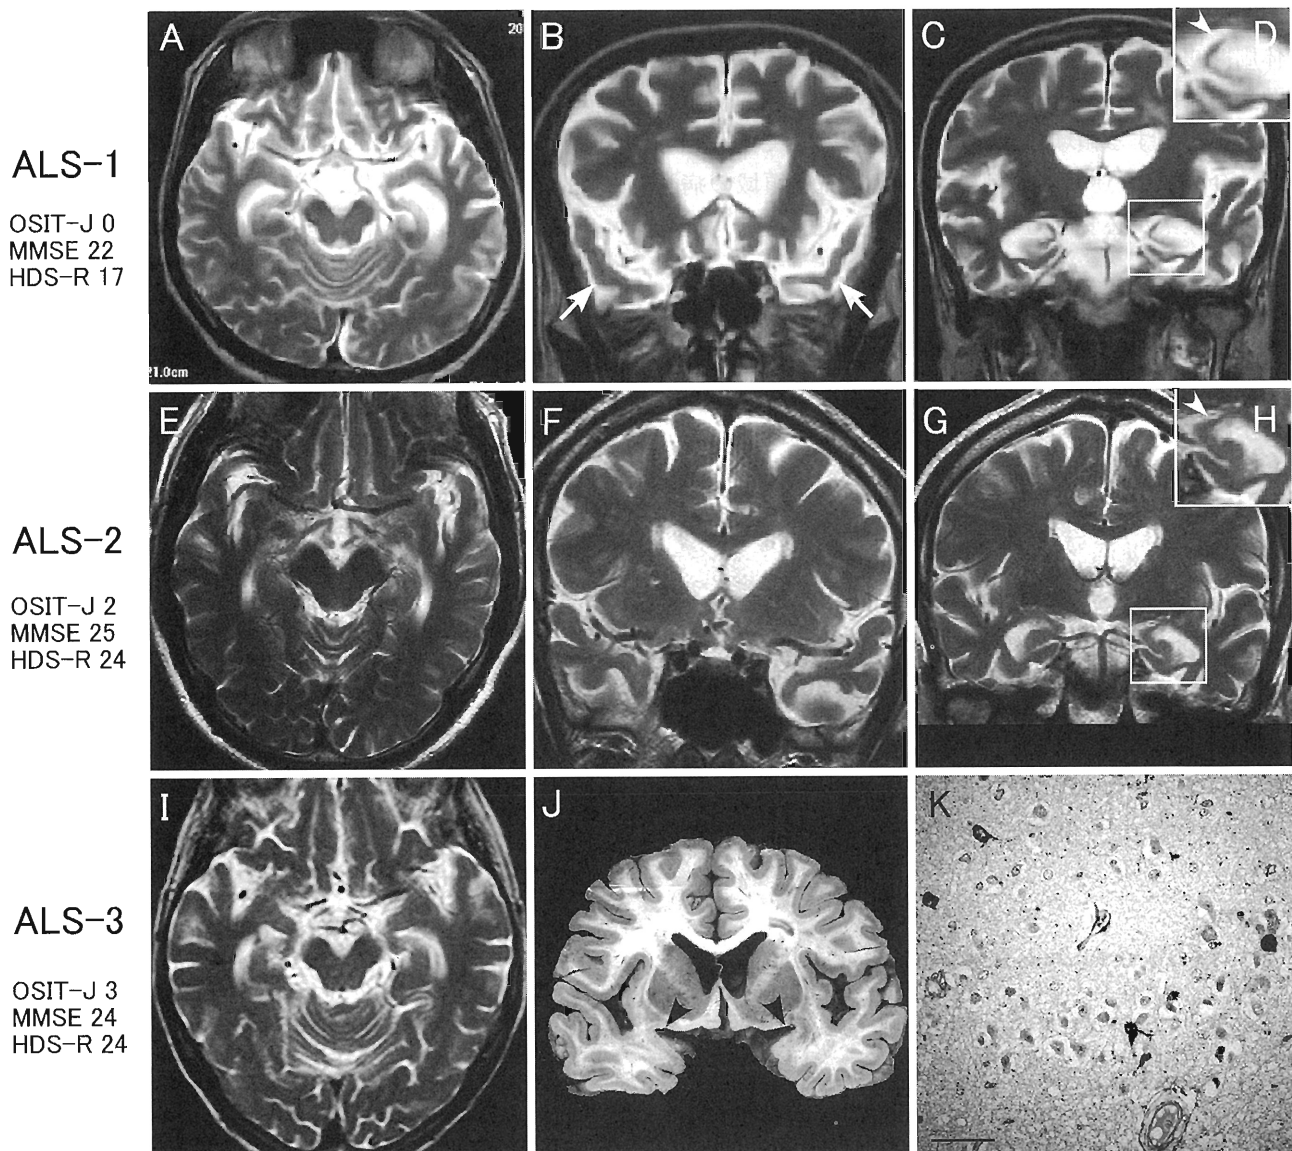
Brain magnetic resonance imaging (MRI) in patients with severely decreased odor stick identification test for Japanese (OSIT-J) scores (amyotrophic lateral sclerosis [ALS]-1-3) and pathological findings (ALS-3).
